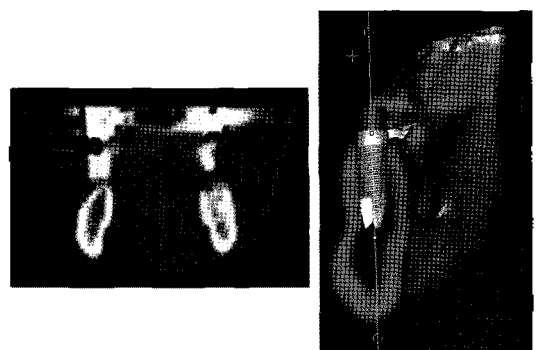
CT 영상을 이용한 임플란트 시술 계획
